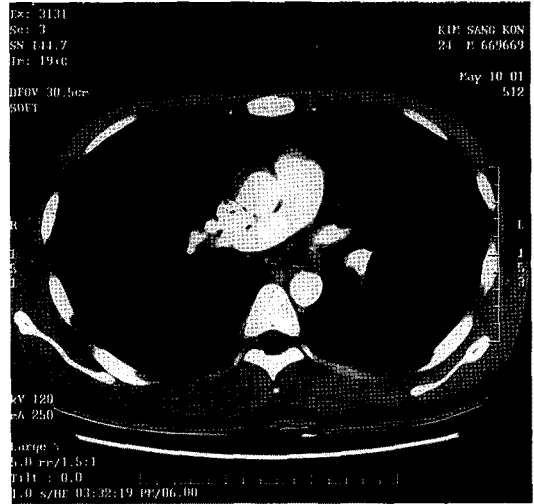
Chest CT shows well demarcated 1×1.3cm sized mass located in the left main bronchus and there is no invasion of bronchial wall and lymphadenopathy.
